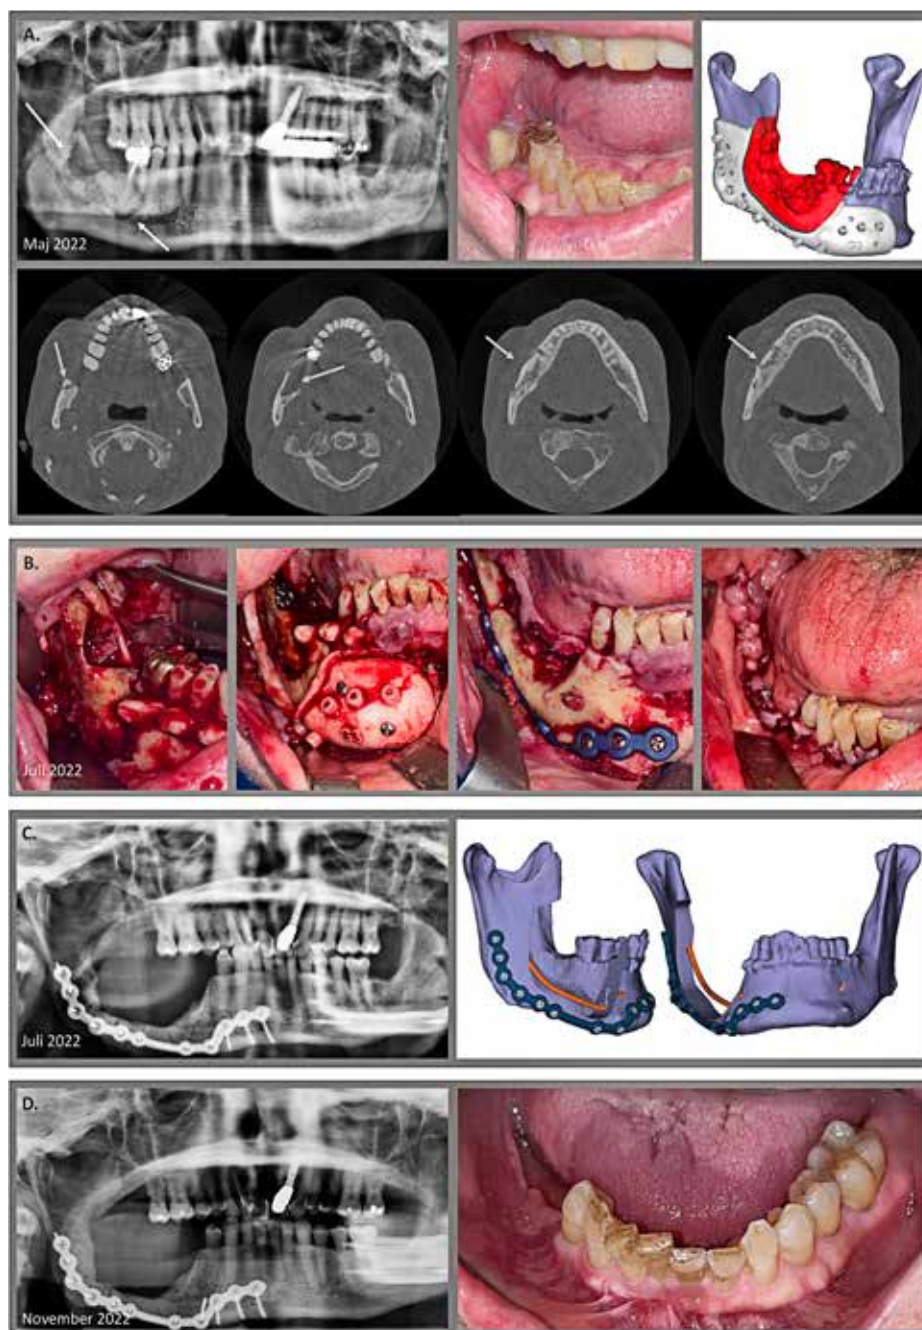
80-årig mand, ikkeryger, prostatacancer, adjuverende zoledronsyre 15 måneder, 6 injektioner, modtager kemoterapi, systemiske steroider, lider af hjerte-kar-sygdom, ingen smerter. Tandekstraktion forud for opstart af antiresorptiv behandling. A. Ortopantomografi og Cone Beam Computer Tomografi: osteolytisk proces fra forkanten af ramus mandibulae, under canalis mandibularis regio 8-, frem til regio 5-, sekvester regio 8- (pilene). Klinisk: blottet knogle region 8,7-15 x 20 mm. Resektionsguide patientspecifik fremstillet (tegning). B. Perioperativt, påsat resektionsguide med borehuller, herefter indsættelse af patientspecifik osteosyntese, afslutningsvis primær sutureret. C. Postoperativt ortopantomografi: tilfredsstillende placering af patientspecifik osteosyntese sammenlignet med præoperativ planlægning. D. 5-måneders postoperativ kontrol, ortopantomografi og klinisk foto viser tilfredsstillende heling.
